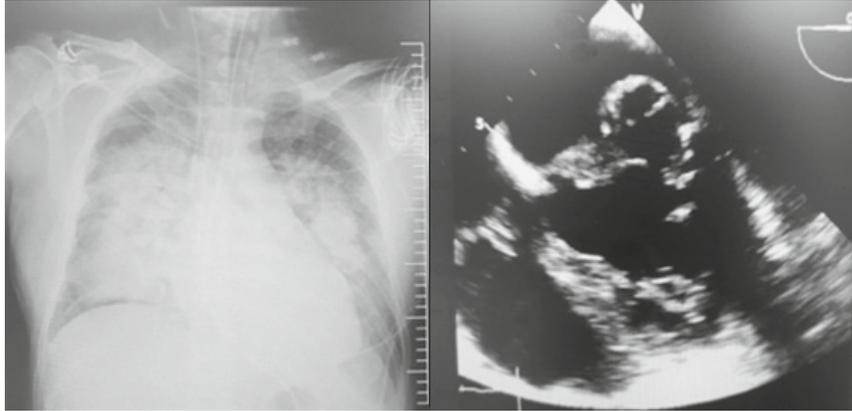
Radiografía de tórax tras intubación que muestra un patrón de pulmón blanco bilateral (izquierda). Ecocardiografía transtorácica con detalle de la insuficiencia mitral masiva por rotura de cordones y flagelación del velo posterior (derecha, flecha).
